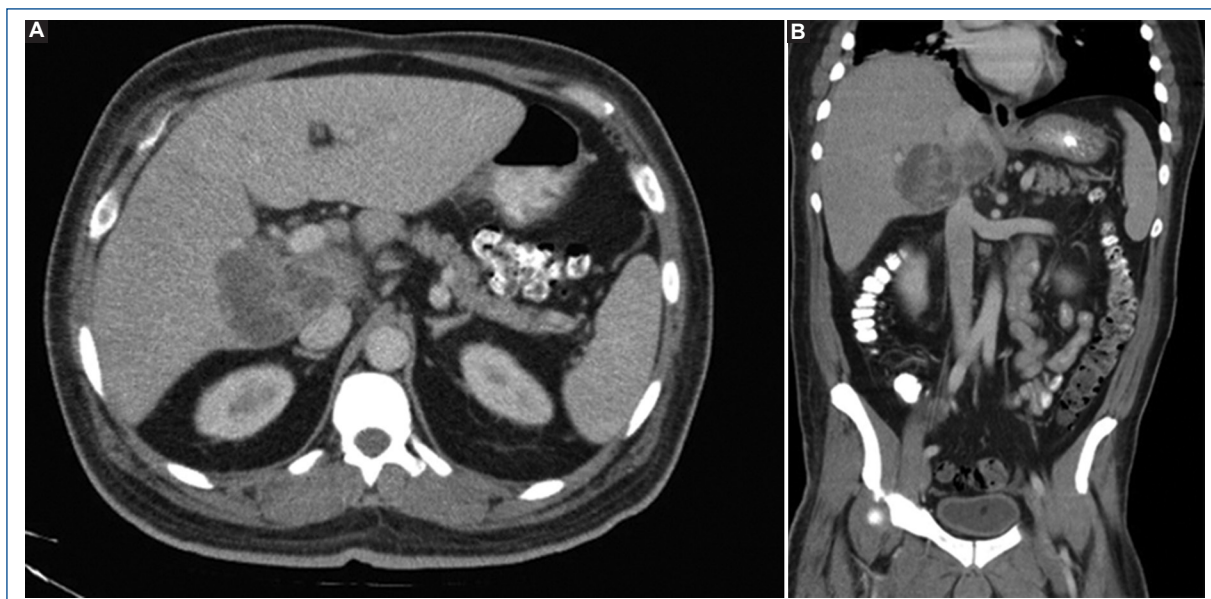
Tomografía computarizada con contraste. Corte coronal (A) y axial (B) que identifican una colección líquida multiloculada de contornos bien definidos y morfología irregular que involucra los segmentos I y V del hígado desplazando estructuras vasculares adyacentes y rodeando parcialmente la vena cava intrahepática. Lesión de aproximadamente 44 x 49 x 96 mm (L x An x Al), 105 cc.
